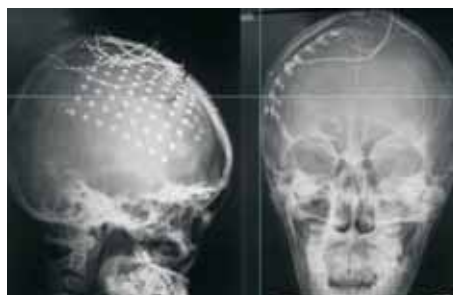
Control Postoperatorio con radiografía de cráneo para definir ubicación definitiva de malas subdurales.
